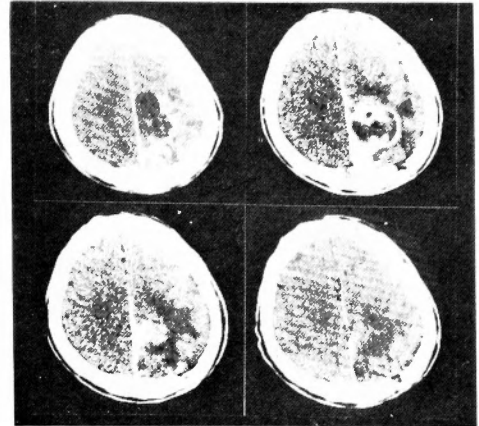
Case 5. glioblastoma の造影 CT
